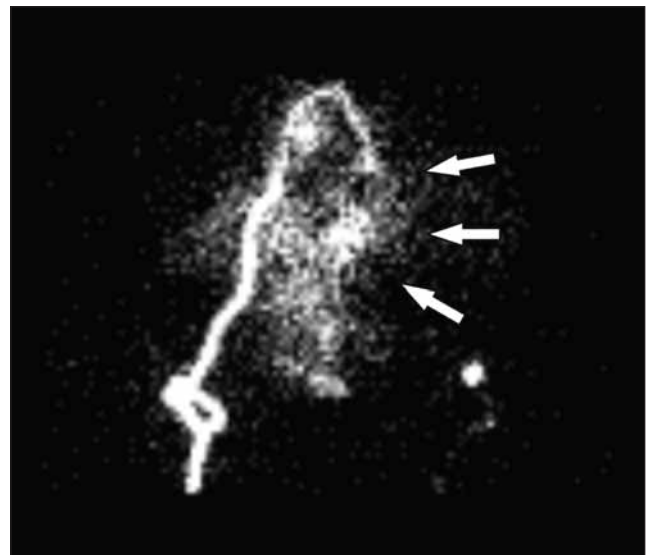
Оценка адекватности перфузии через ЧИИС. Сцинтиграммы: определяется равномерное накопление радиофармпрепарата в области мочевого пузыря, нецелевая перфузия минимальна — справа (стрелки)
